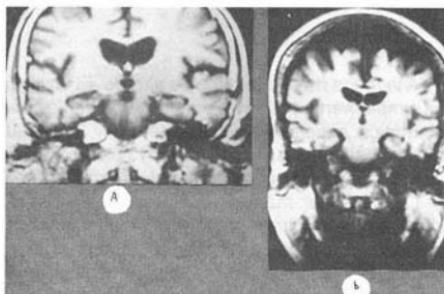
Resonancia magnética de (a) paciente con enfermedad de Alzheimer; (b) anciana sin signos clínicos demenciales. En ambos hay evidencia de atrofia cortico-subcortical, incluso más marcada en (b), pero la diferencia fundamental radica en el aspecto abombado del III ventrículo en (a). Cortesía del doctor Bernardo Boleaga.
